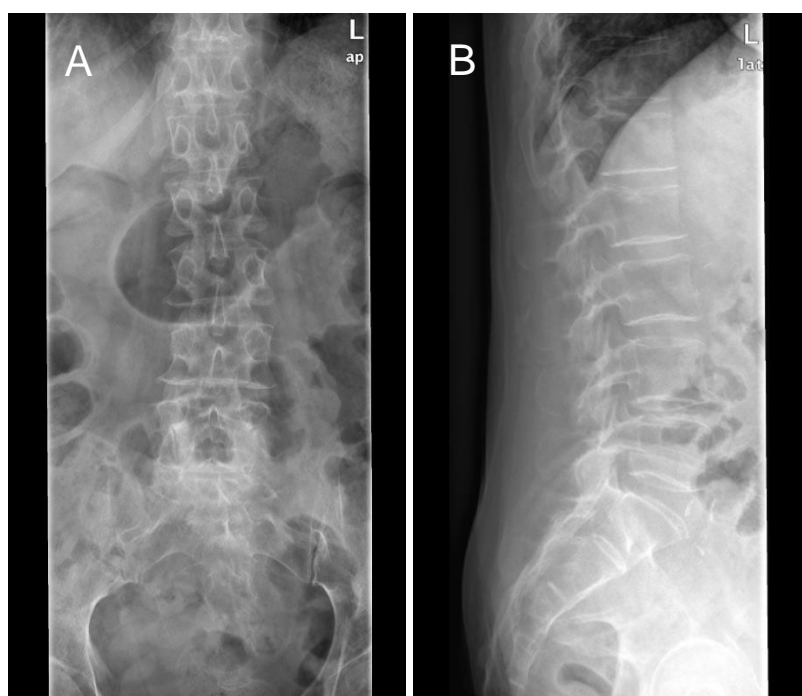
Radiografia da coluna lombar com incidência (A) ântero-posterior e de (B) perfil, realizada ao 18º APD. Observa-se uma osteopenia acentuada, bem como irregularidades de múltiplos dos planaltos vertebrais.
